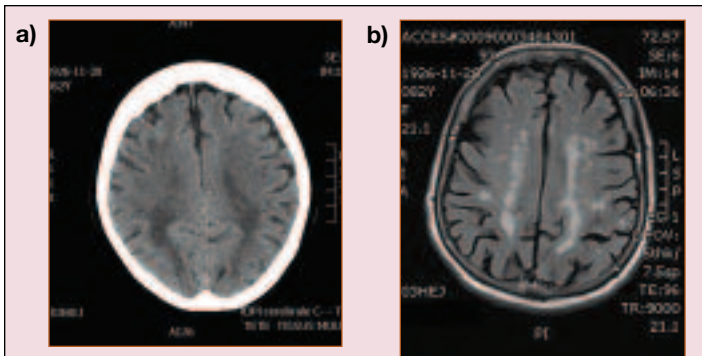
Hypodensité confluyente de la substance blanche à la tomodensitométrie (TDM) cérébrale (a) et hypersignaux en imagerie par résonance magnétique (IRM), FLAIR (b). L'IRM est plus sensible que la TDM pour détecter ces changements.
